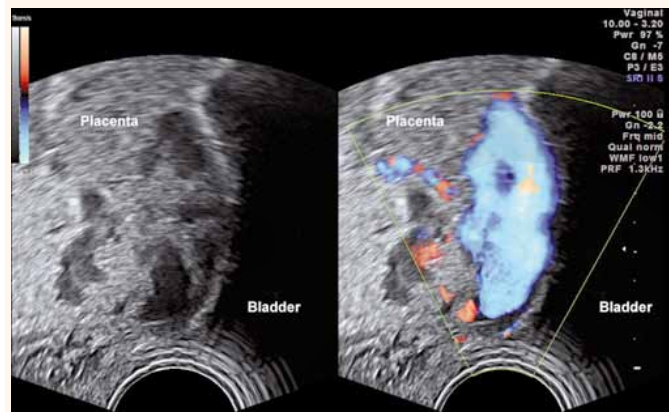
Transvaginalsonographie des unteren Uterinsegments bei Placenta percreta mit Invasion der Plazenta bis zur Blasenwand, Lakunen und auffälligem Blutfluss. A. B-Mode. B. Farb-Duplex (Power-Doppler).
